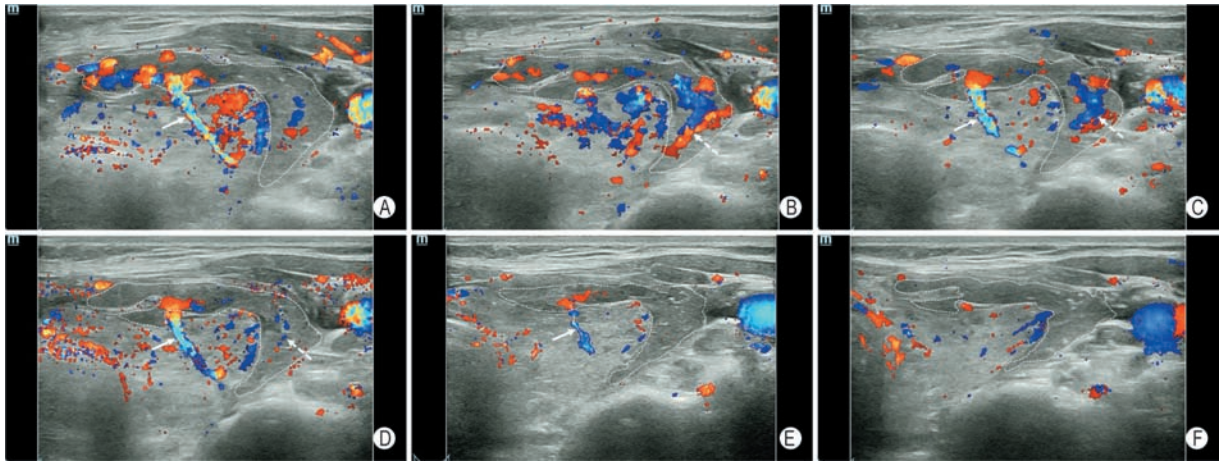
甲状腺结节 CNB 后超声探头精准压迫止血和连续监测出血转归 A: CDFI 显示 CNB 活检针道内明亮的五彩血流信号 (实线箭头指示), 提示出血速度较快; B: CDFI 显示甲状腺前间隙和外侧间隙内血肿 (包络线范围内), 血肿内见明亮的较宽红蓝色信号 (虚线箭头指示), 提示血肿内有血液流动; C: 超声探头边压迫边观察出血, 见活检针道血流彩色信号亮度略变暗 (实线箭头指示), 外侧间隙血肿内流动信号亦略有减弱 (虚线箭头指示); D: CDFI 显示针道内血流信号进一步变暗 (实线箭头指示), 甲状腺周围间隙血肿内流动信号明显减弱 (虚线箭头指示); E: CDFI 显示针道内血流信号进一步变暗、变窄 (实线箭头指示), 血肿内流动信号消失, 血肿未再增大; F: CDFI 显示针道内血流信号消失, 提示活动性出血停止, 外侧间隙血肿可见变窄。A 图至 F 图, 持续压迫时间为 3 min 15 s
